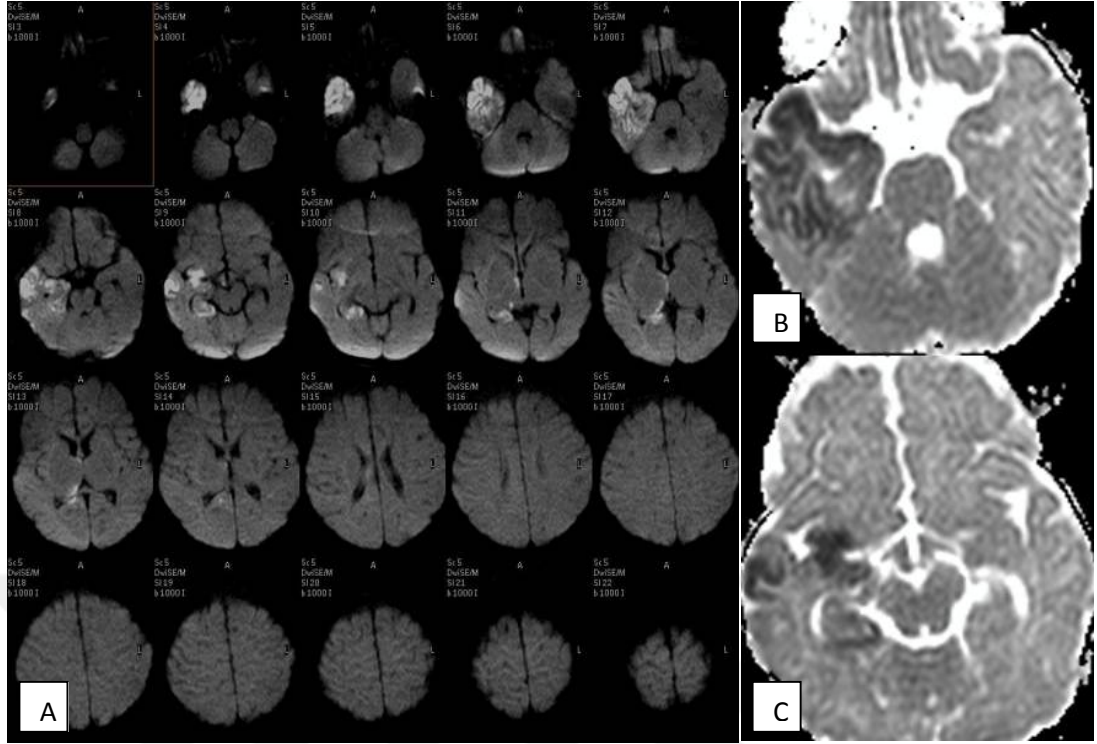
55 yaşında erkek hasta, semptom başlangıcından 22 gün sonra MR çekilmiş. A'daki görüntü DAG'a, B'deki görüntü ADC haritasına, C'deki görüntü FLAIR A aksiyel seriye aittir. Sol mezial temporal alan anterior kesimde FLAIR A seride hiperintens izlenen, DAG seride belirgin sinyal değişikliğinin izlenmediği sinyal kaydı gözükmemektedir (vazojenik ödem baskınlığına sekonder).
